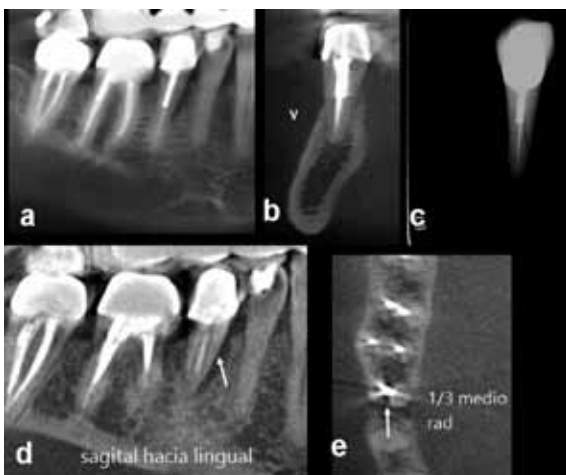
a-b) cortes con 1mm de grosor, c) radiografía retroalveolar de la pieza extraída, d-e) cortes con 0,125mm de grosor.
